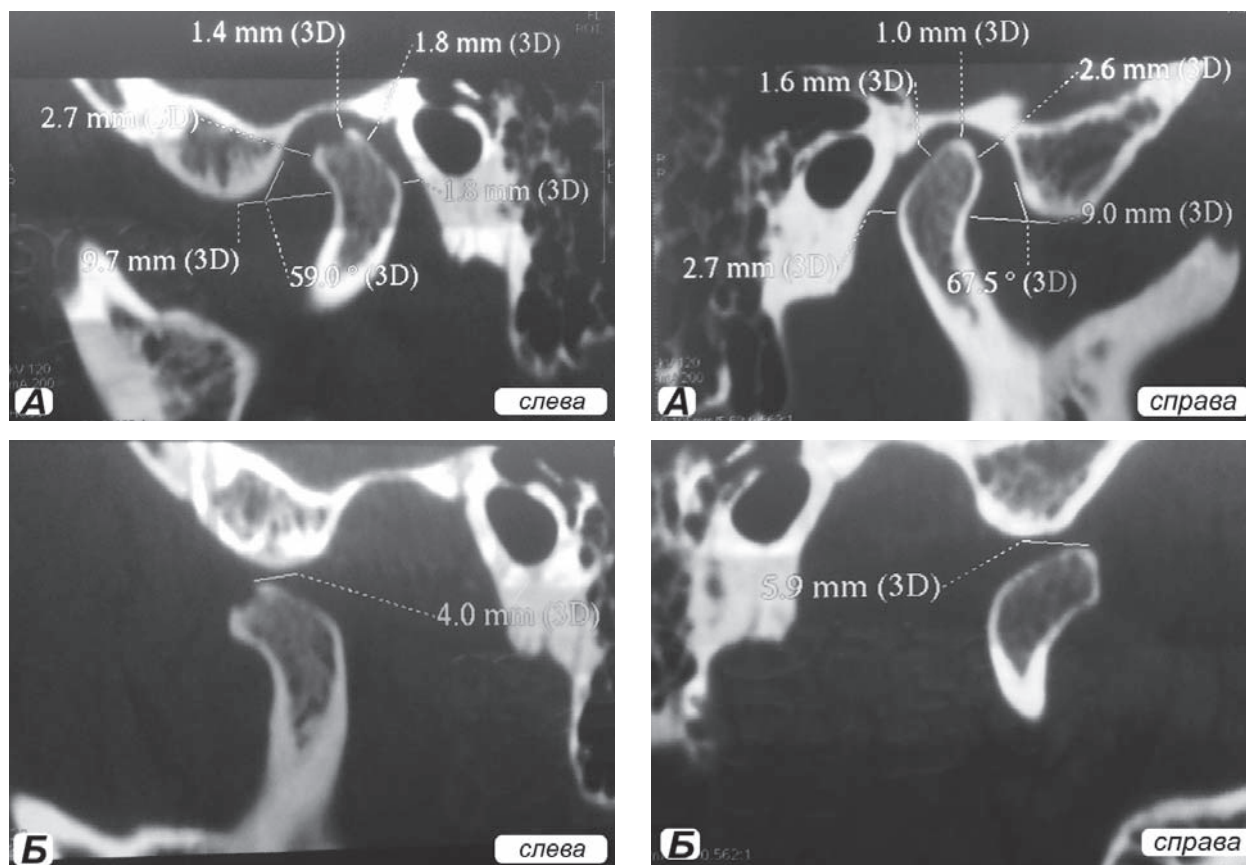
КТ ВНЧС пациентки П., 32 года, в положениях: А — «рот закрыт» справа и слева в сагиттальной проекции; Б — «рот открыт» в сагиттальной проекции.
